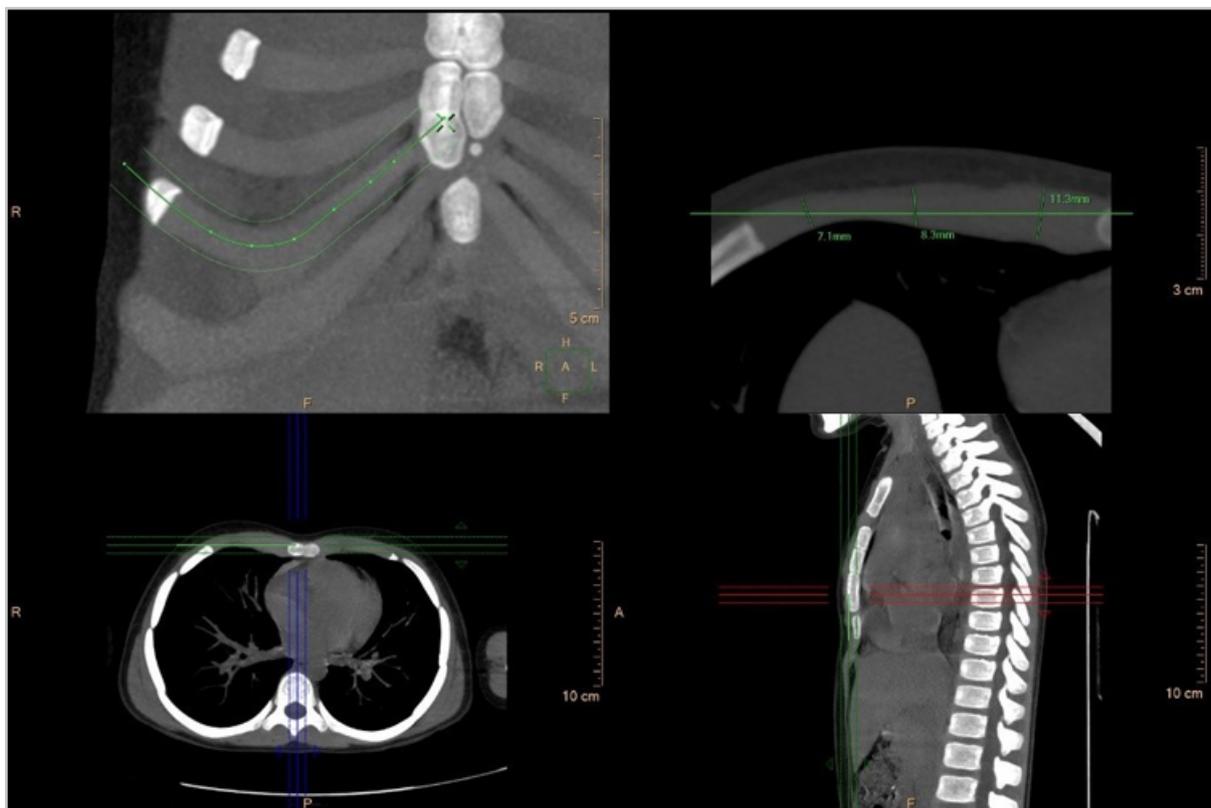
Компьютерные томограммы, MPR в косо-коронарной плоскости (режим curve mode, MIP). Трассировка свободной криволинейной реконструкции
